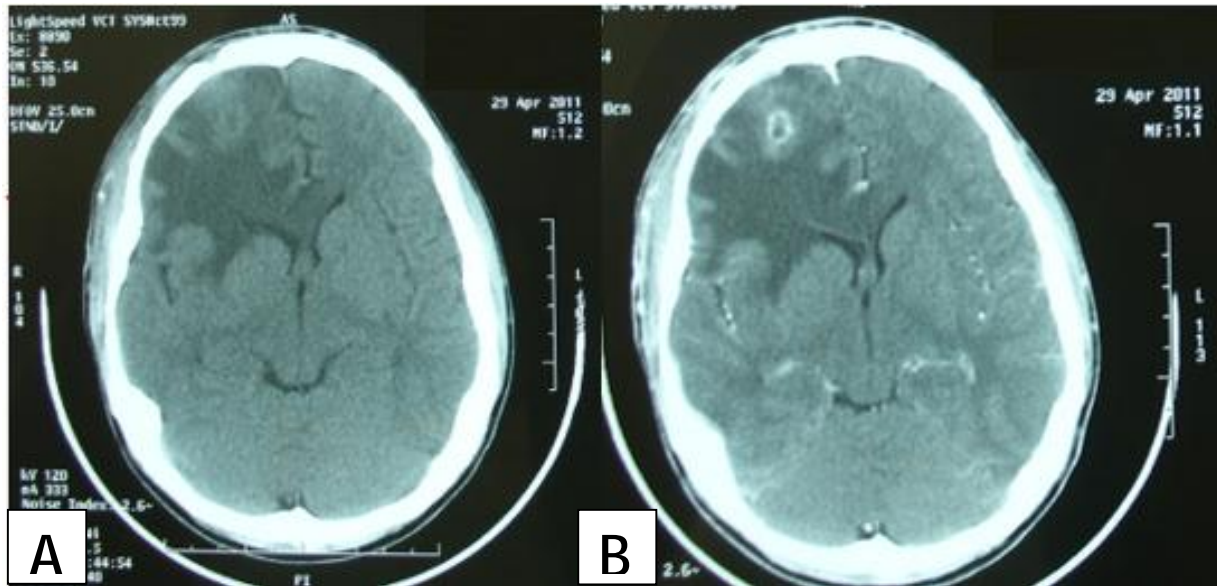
TDM cérébrale de contrôle sans (A) et avec (B) produit de contraste, faite à 10 jours de la trépano-ponction du même patient que la figure précédente montrant un net affaissement de l'abcès.
